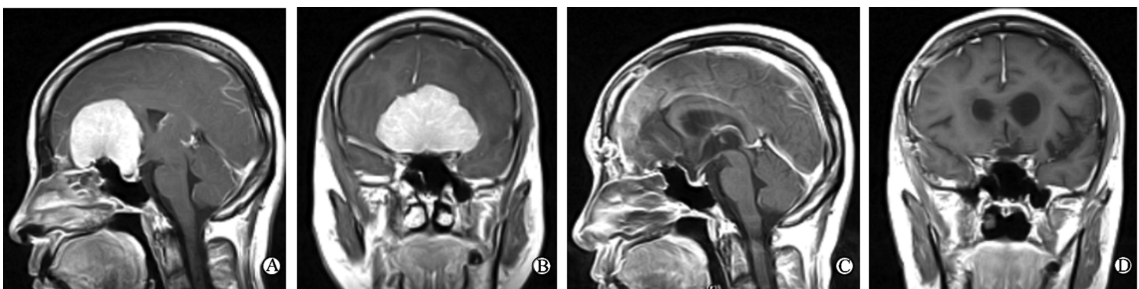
鞍结节巨大型脑膜瘤手术前后头部 MRI 表现
